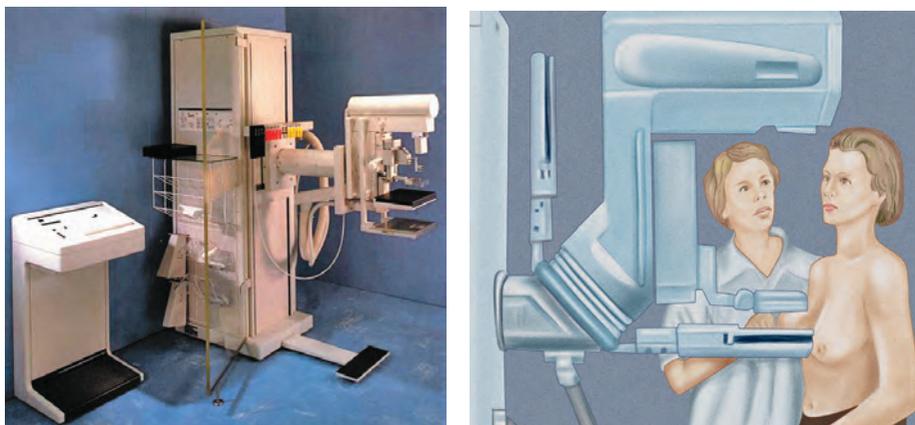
Рентгеномаммография
